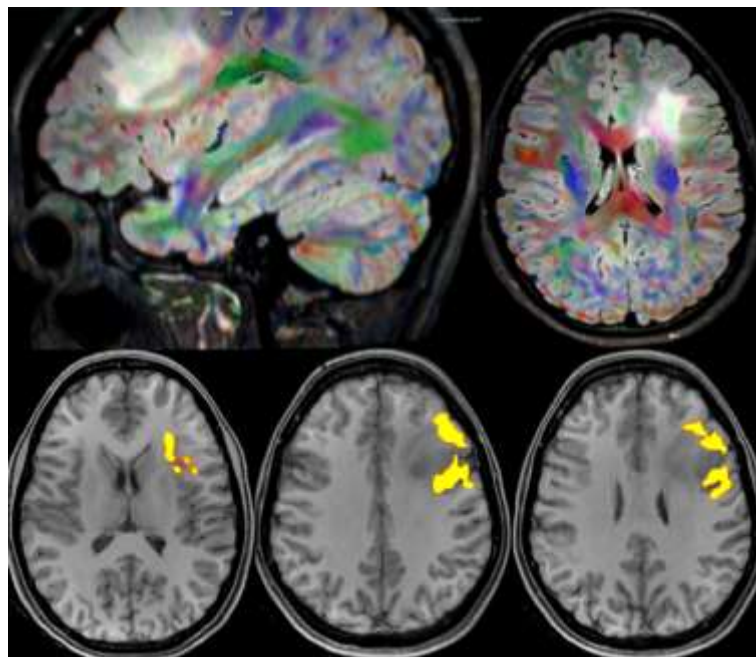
RMN de encéfalo tractografía (superior), de color verde el tracto arcuato y de color azul la vía piramidal. Funcional - fluidez verbal (inferior) se activan áreas funcionales cercanas a la lesión.
